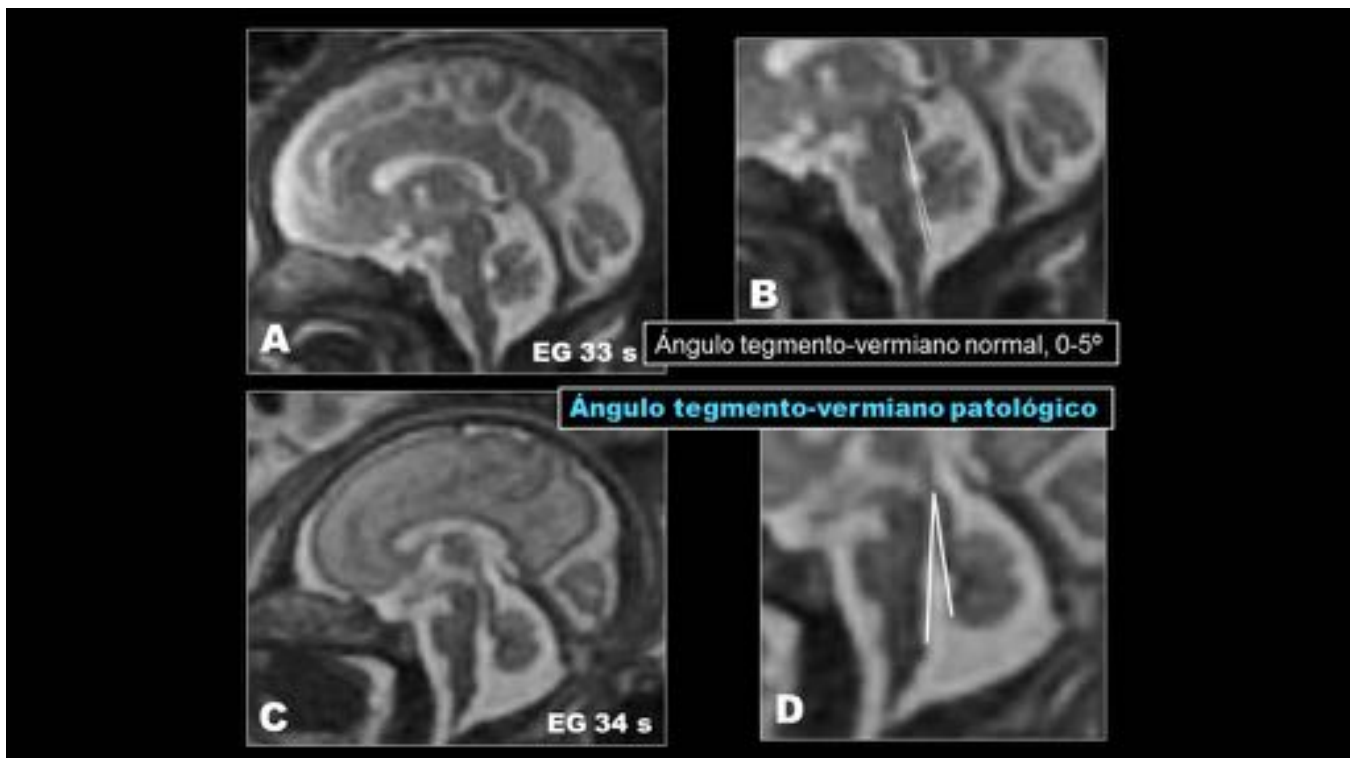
HASTE sagitales de línea media. A) Feto de 33 sEG, infección por CMV en el tercer trimestre. Ecografía y RM negativas. Ángulo tegmento-vermiano trazado en (B), dentro de la normalidad. C) Feto de 34 semanas. Encefalopatía por CMV. Hipoplasia vermiana. Ángulo tegmento-vermiano (D) 12°, ampliado.
